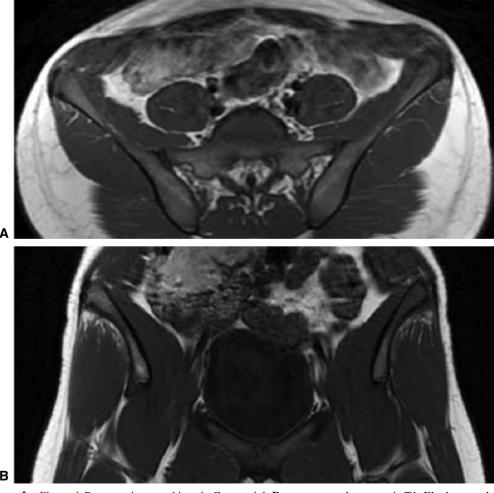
Resonancia magnética. A. Corte axial; B. corte coronal, secuencia T1. El edema en la médula ósea se visualiza como disminución de la señal.
